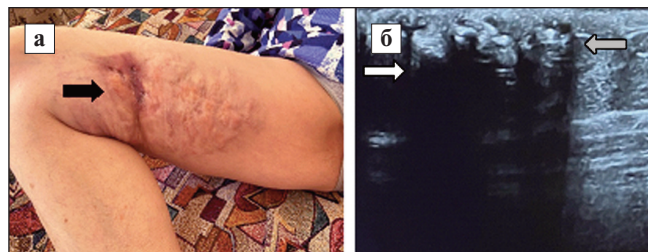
Пациентка М., ИКФ: а — пластинчатый подтип, 4-я степень, язвенный дефект на медиальной поверхности бедер (стрелка); б — УЗИ данного участка с кальцинатами (серая стрелка) и затухание под ними УЗИ-луча (белая стрелка)
